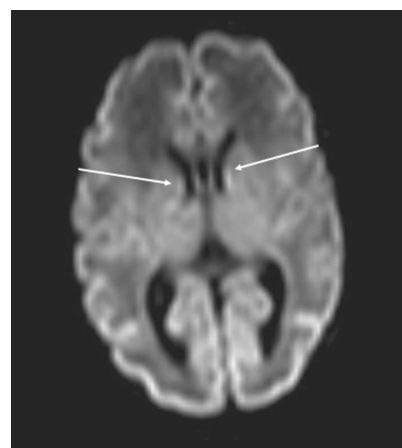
МРТ головного мозга недоношенного ребенка (ПКВ 34 недели). ДВИ, аксиальная проекция, герминальный матрикс визуализируется вдоль наружных стенок боковых желудочков (отмечен стрелками)
